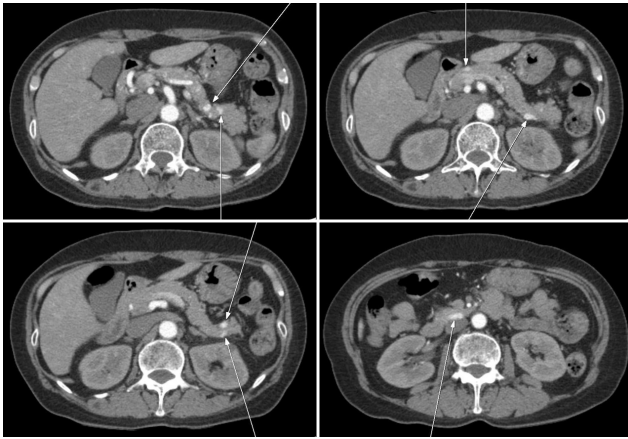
Contrast-enhanced computed tomography scan during the arterial phase shows multiple hypervascular lesions in the pancreas (arrows), and the largest lesion was 14 mm in the uncinate process.
